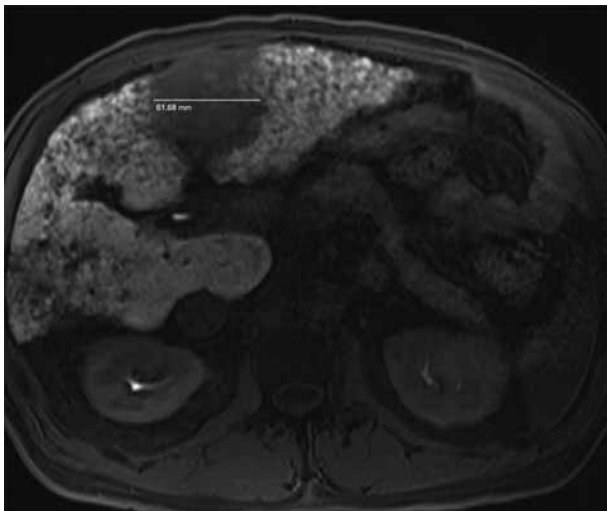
Resonancia magnética nuclear con lesión de 6.1 cm.
